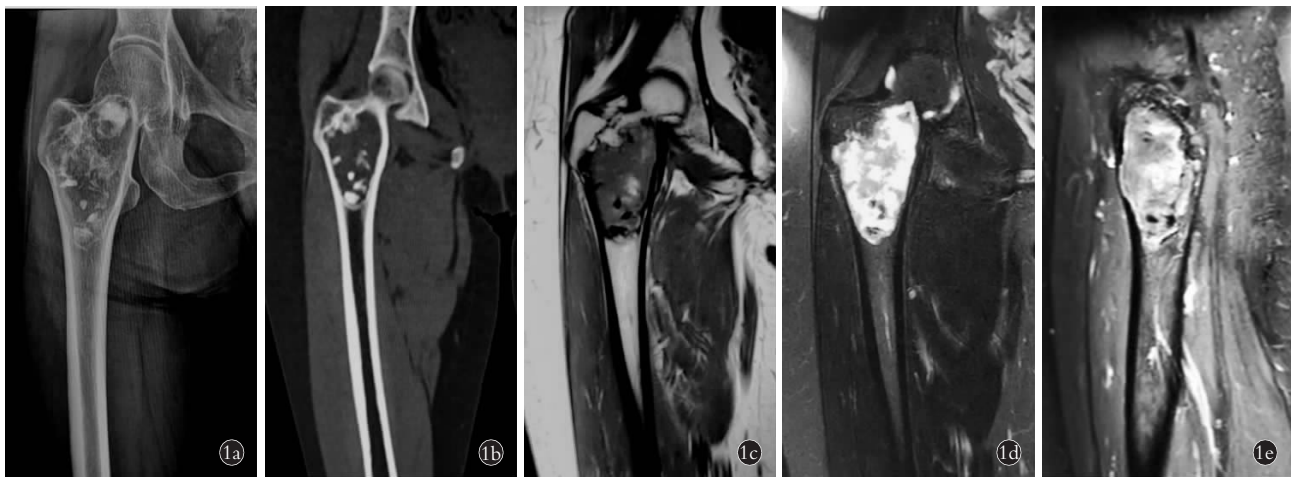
患者, 女, 55 岁, 右股骨转子脂肪硬化性黏液纤维瘤 1a, 1b. 术前正位 X 线片及冠状位重建 CT 右侧股骨转子间溶骨性骨质破坏, 边缘硬化, 内部斑片状钙化影 1c. 术前 MRI T1WI 冠状位, 呈等信号改变, 其内夹杂斑片状低信号及高信号 1d. 术前 MRI FS T2WI 冠状位, 呈不均匀高信号, 其内夹杂斑片状低信号, 边缘信号更高 1e. 术前 MRI FS T1WI 增强矢状位, 呈不均匀轻-中度强化, 其内可见斑点状无强化区
